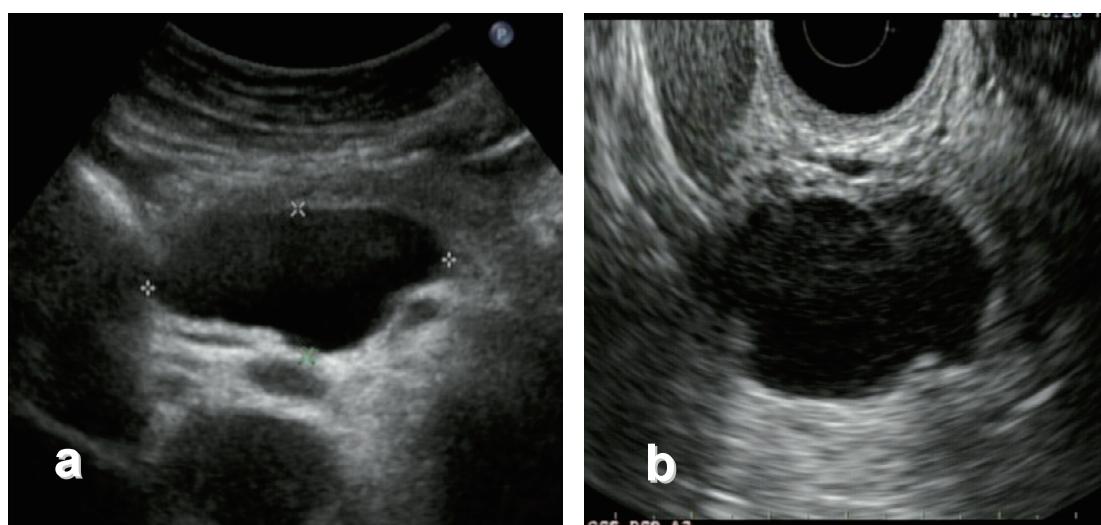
【intraductal papillary mucinous neoplasm: IPMN】 経腹壁超音波検査 (US), 超音波内視鏡検査 (EUS)
